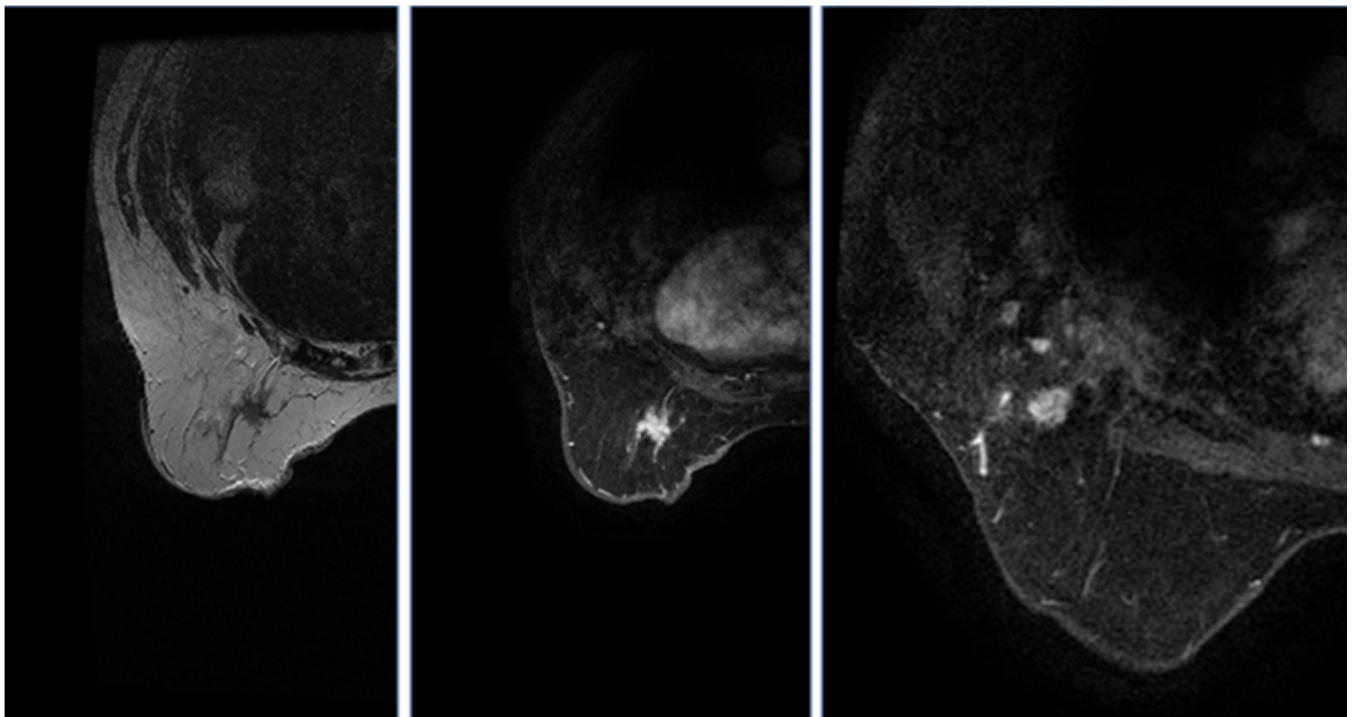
Paciente B (63 años): Imagen axial RM post gadolinio en fase precoz, que muestra captación nodular polilobulada de 17 mm en UCS de la mama izquierda, correspondiente a un carcinoma ductal infiltrante grado nuclear 3 Luminal B-like.
